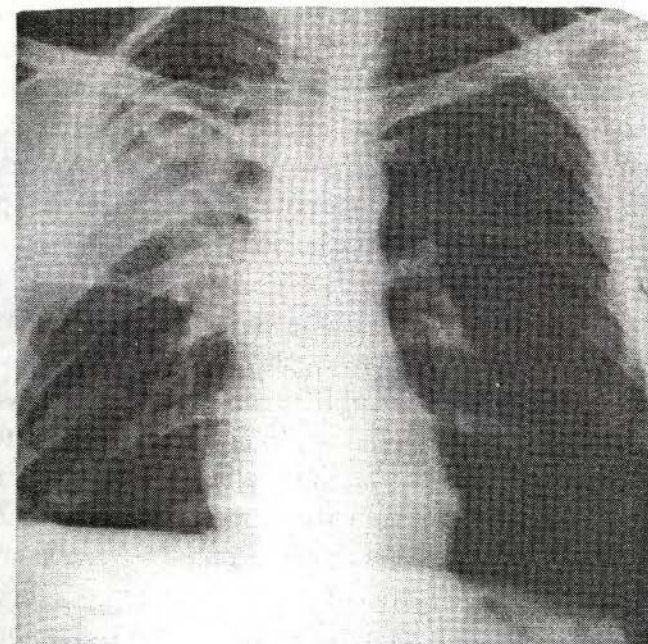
Radiografie de ansamblu a organelor cutiei toracice. Pe dreapta opacitate mărginită (atelectazia lobului superior condiționată de obturarea bronhiei respective de un adenocarcinom).
